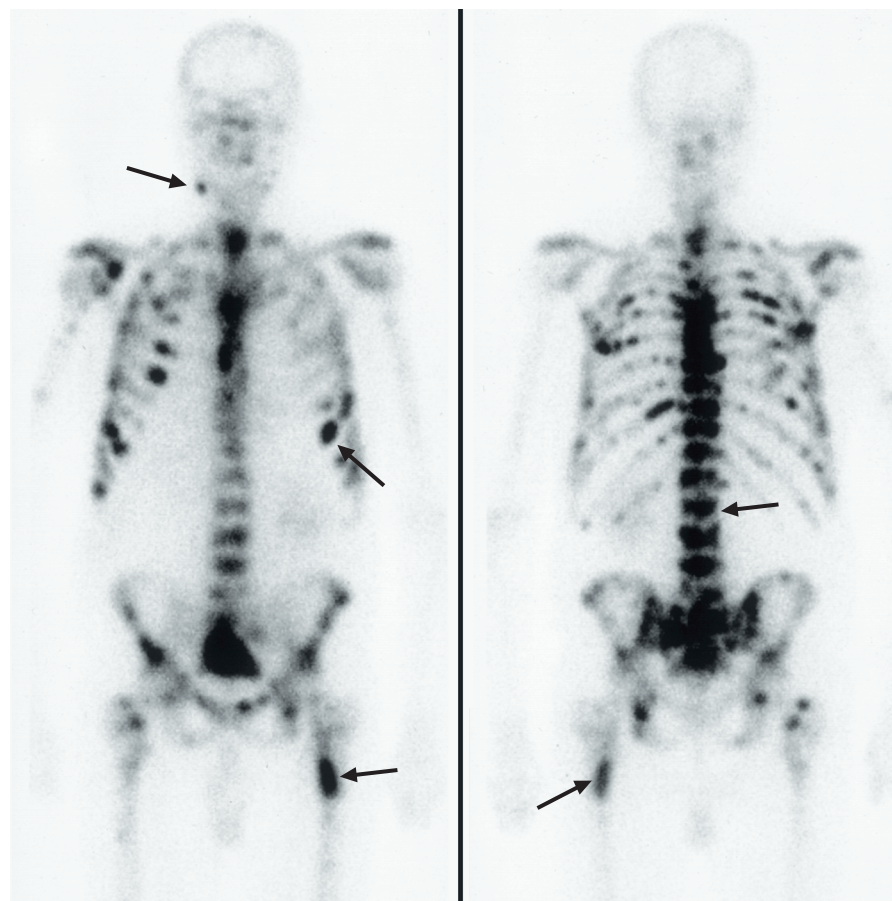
IRM présentant des métastases squelettiques chez un patient souffrant d'un carcinome prostatique primitif (vue de face et de dos). Certaines des plus grosses métastases sont indiquées par des flèches. Noter les nombreuses métastases au niveau des côtes et de la colonne vertébrale.
